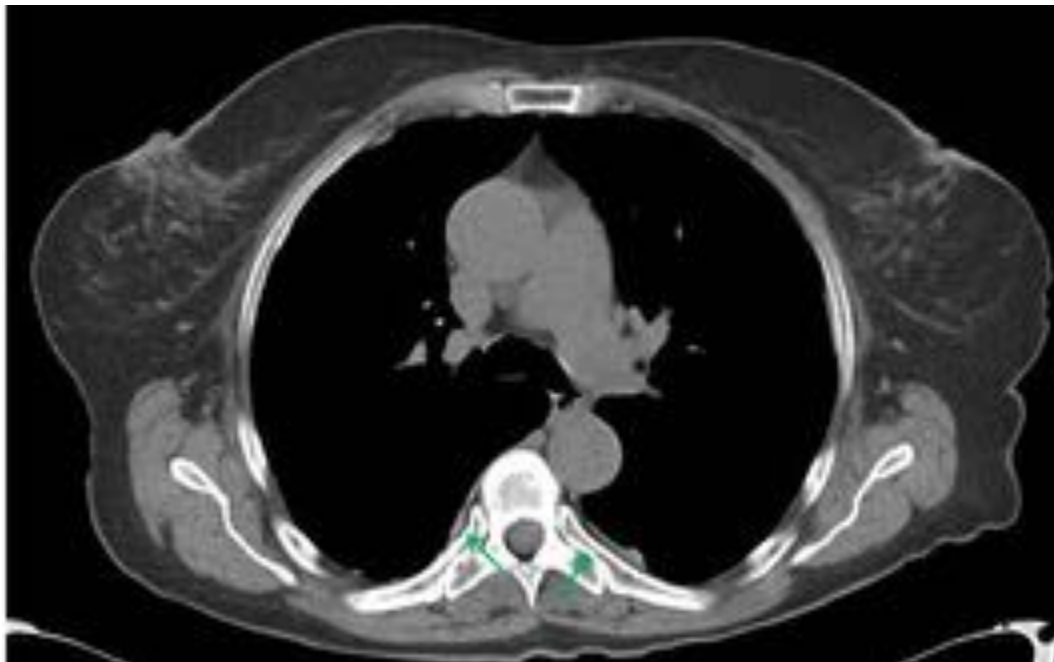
Corte axial de TAC torácico con CIV (mismo paciente de la imagen anterior). Engrosamientos pleurales bilaterales focales de la pleura parietal (no mostrada), paravertebral (flechas verdes) y en cúpulas diafragmáticas (no mostrado), algunos de ellas de morfología nodular, con un espesor menor de 1 cm. Estas imágenes son sugerentes de enfermedad pleural sin criterios de malignidad.
